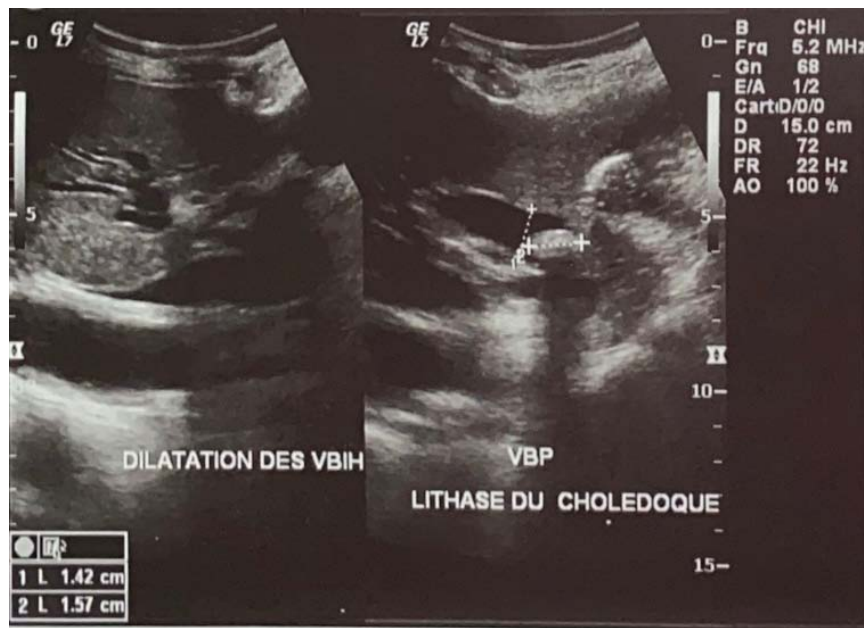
Image échographique montrant une dilatation des VBHIH et une lithiase du cholédoque chez une patiente de notre série
